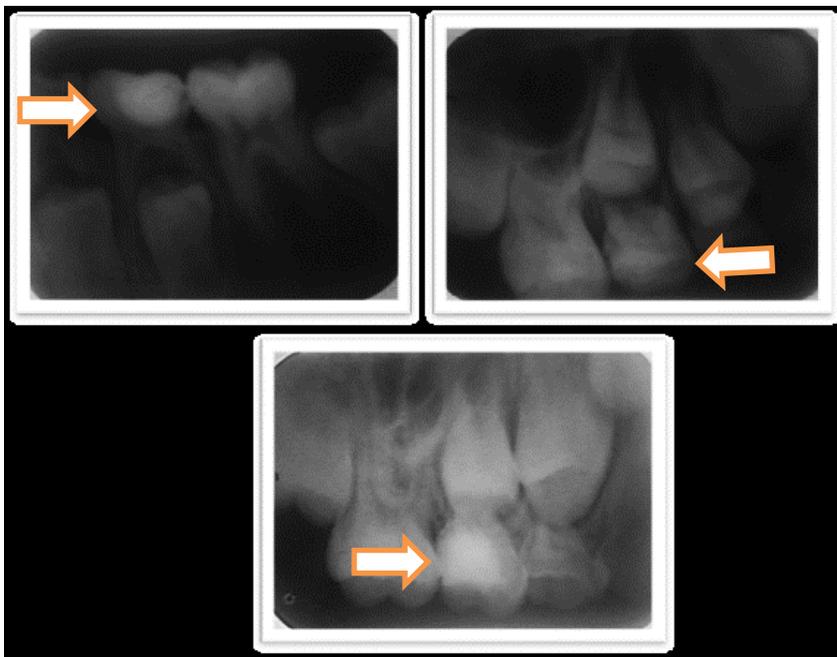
Radiografías periapicales de segundas revisiones, no se observan calcificaciones, ni reabsorción interna y externa, ni otras anomalías, en las tres radiografías el primer molar fue al que se le realizó la pulpotomía con PCA:
